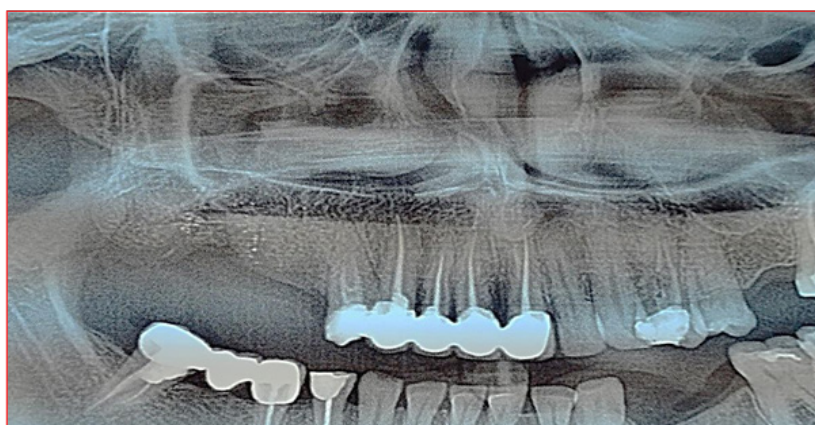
Больная Ш., 20 лет. Ортопантомография челюстей после устранения перфорационного отверстия верхнечелюстного синуса, отмечается формирования костного регенерата по всей поверхности дефекта по разработанной методике
